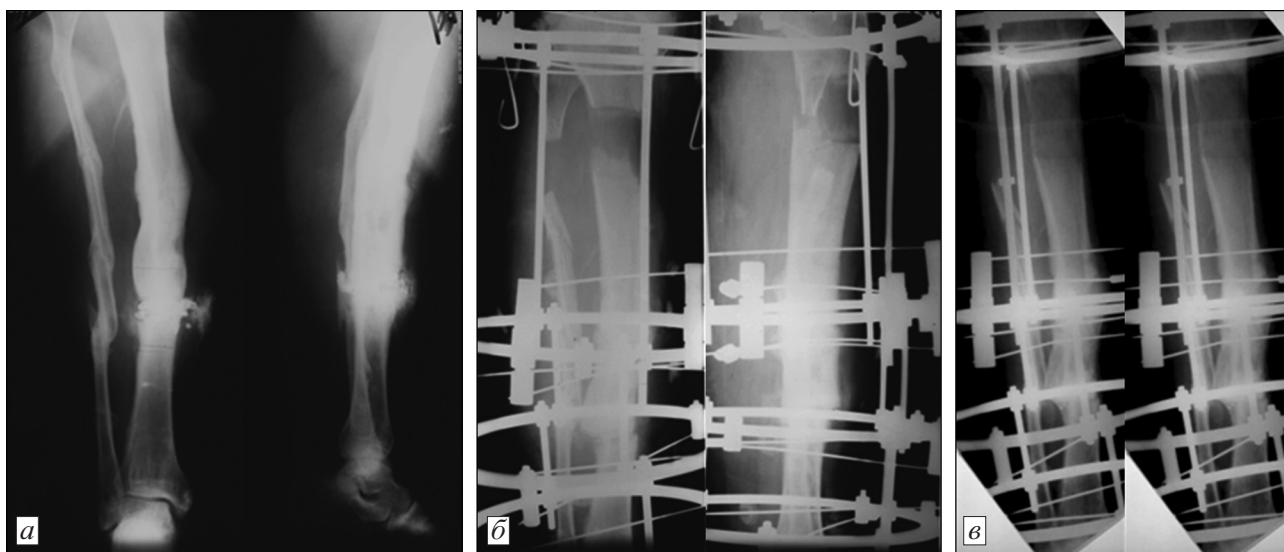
Рентгенограммы правой голени пациента из анамнеза.
